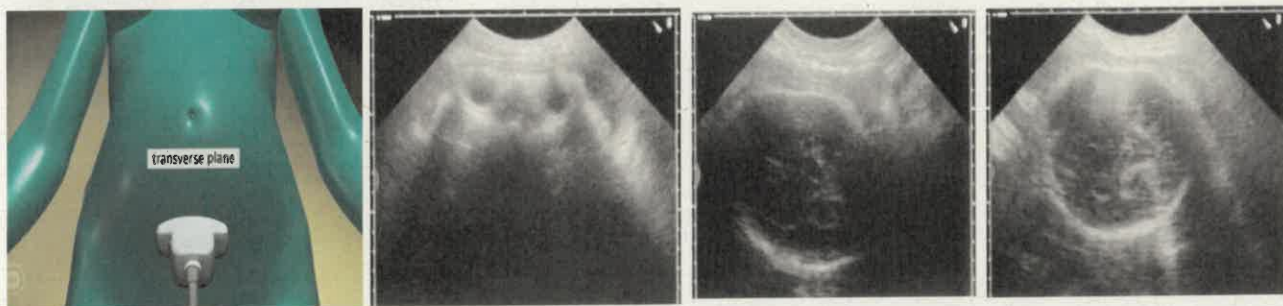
Ecografia transabdominal (sonda en transversal): 1. Occipito-posterior / 2. Occipito-esquerra posterior / 3. Occipito-transversa
